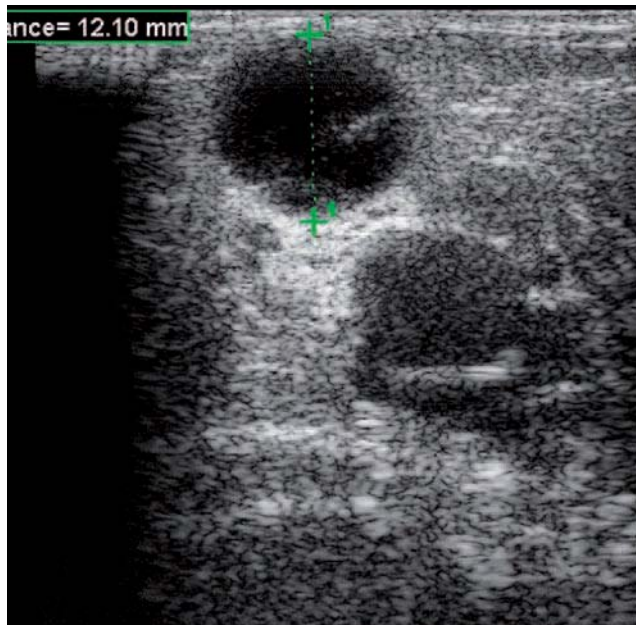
Aspect échographique en mode B de l'anévrysme thrombosé de la terminaison de la petite veine saphène gauche mesuré à 12,1 mm de diamètre
